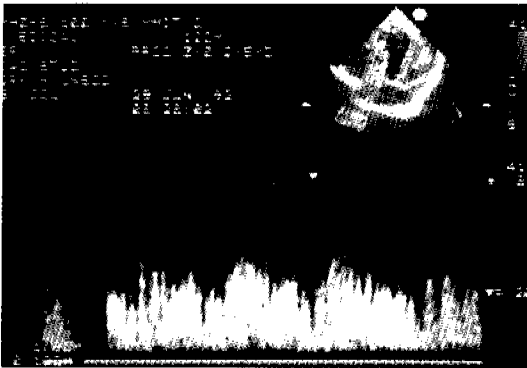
Pulsed Doppler findings of the aneurysm showing typical venous flow pattern but with very high flow velocity (52cm/sec) for a cerebral vein.
